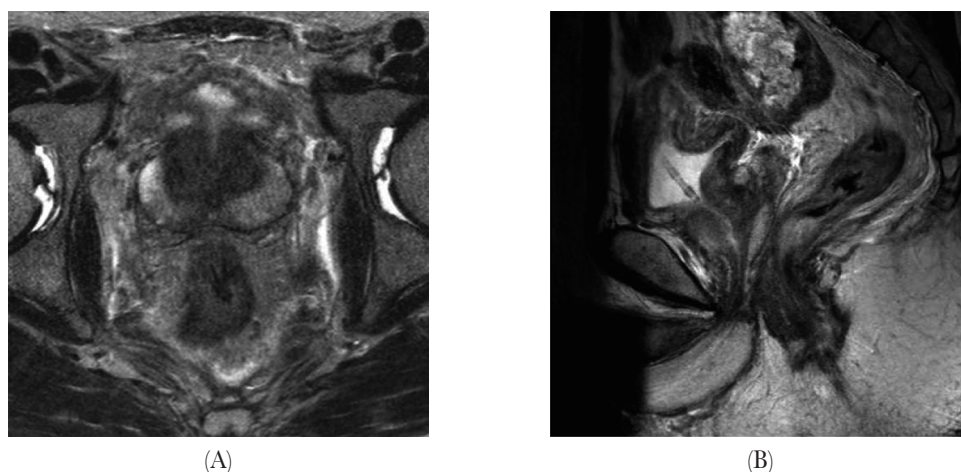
T2-weighted MRI image (A) and sagittal image (B) demonstrating reduction in the size of the prostate after radiotherapy.
